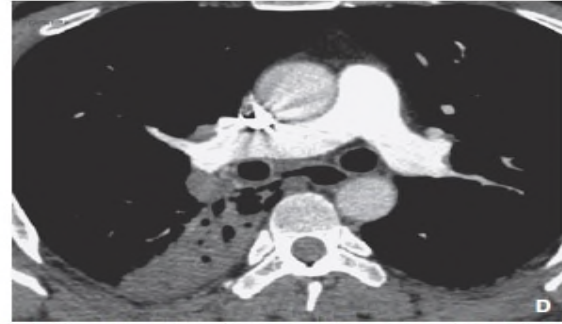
CT Chest 10 days after Chest Roentgen
